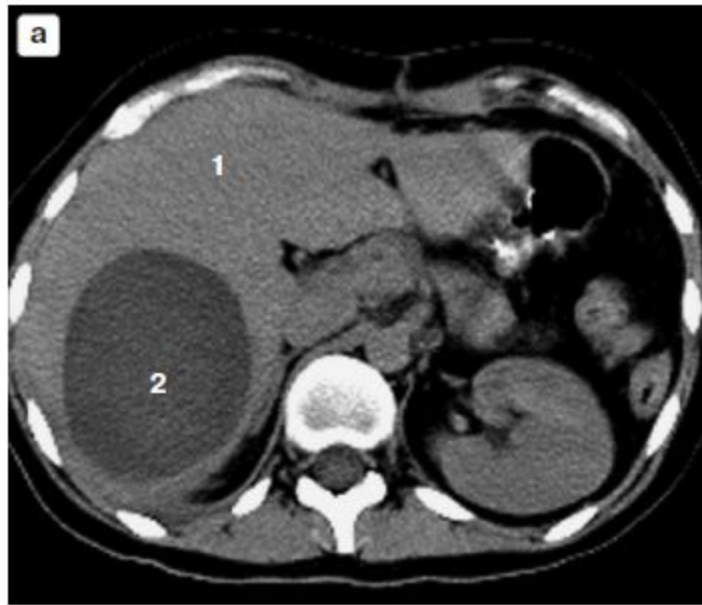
Компьютерные томограммы больного после тупой травмы живота. а – гематома печени; б – гемобилома печени. 1 – паренхима печени; 2 – гематома; 3 – гемобилома.
